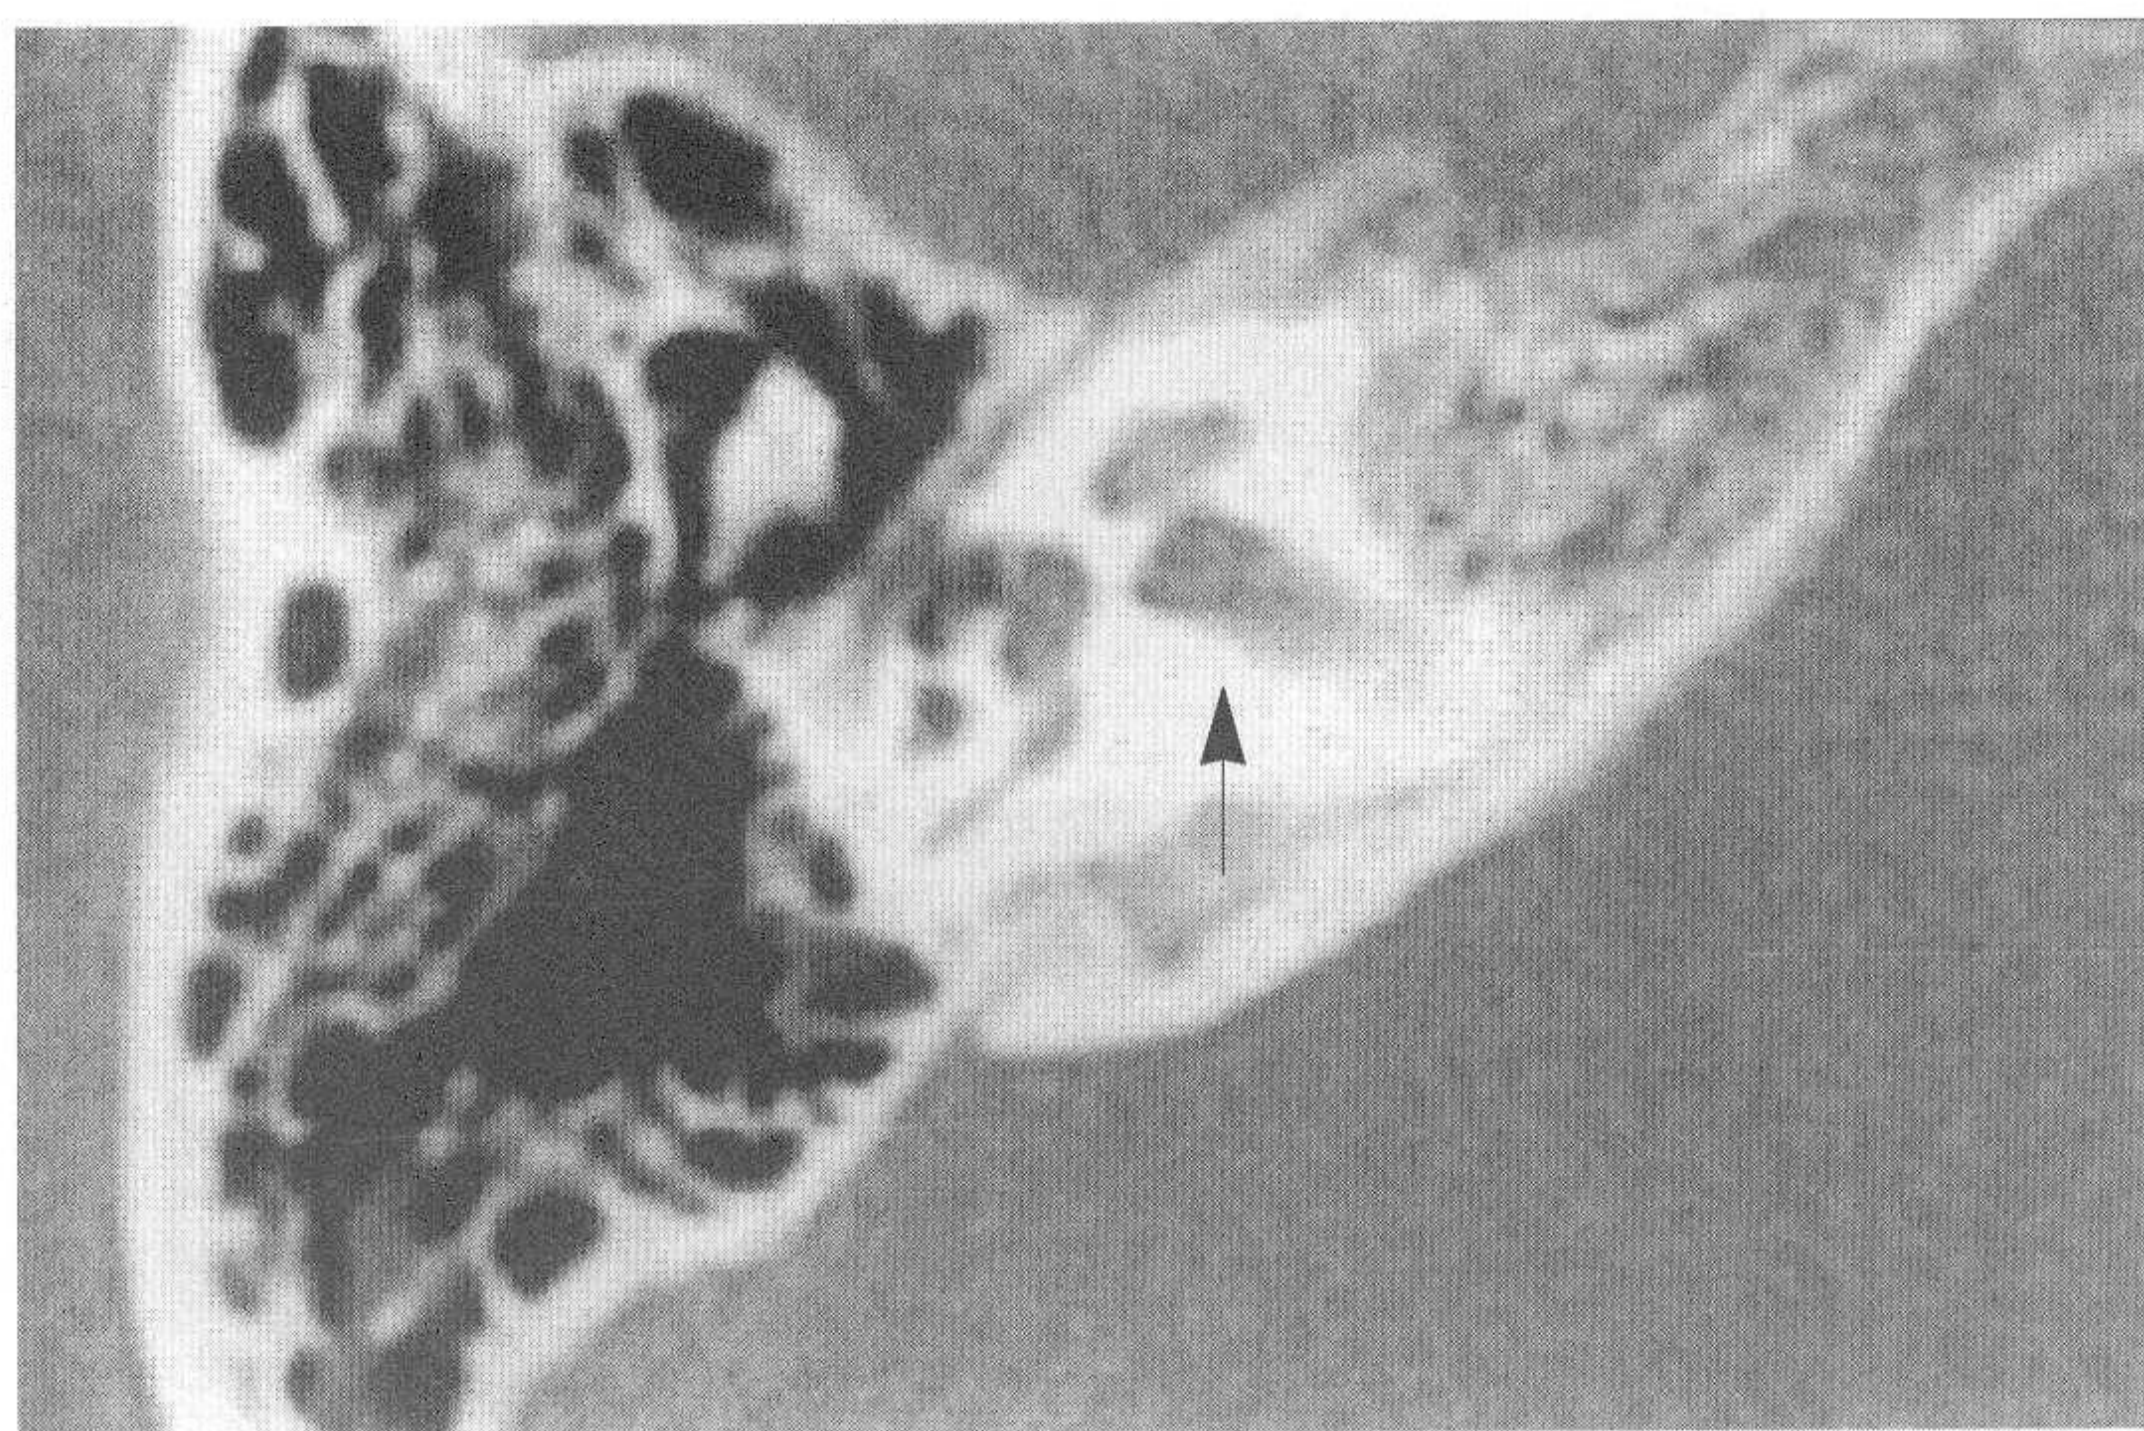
对应正常颞骨CT图像（大箭头示内听道）
